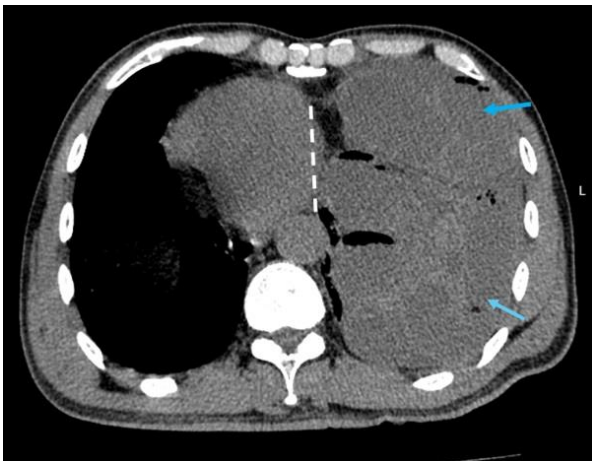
Tomografía computarizada vista axial de tórax. Se observa contenido gastrointestinal (flechas azules), desplazamiento de estructuras mediastínicas (línea punteada).
